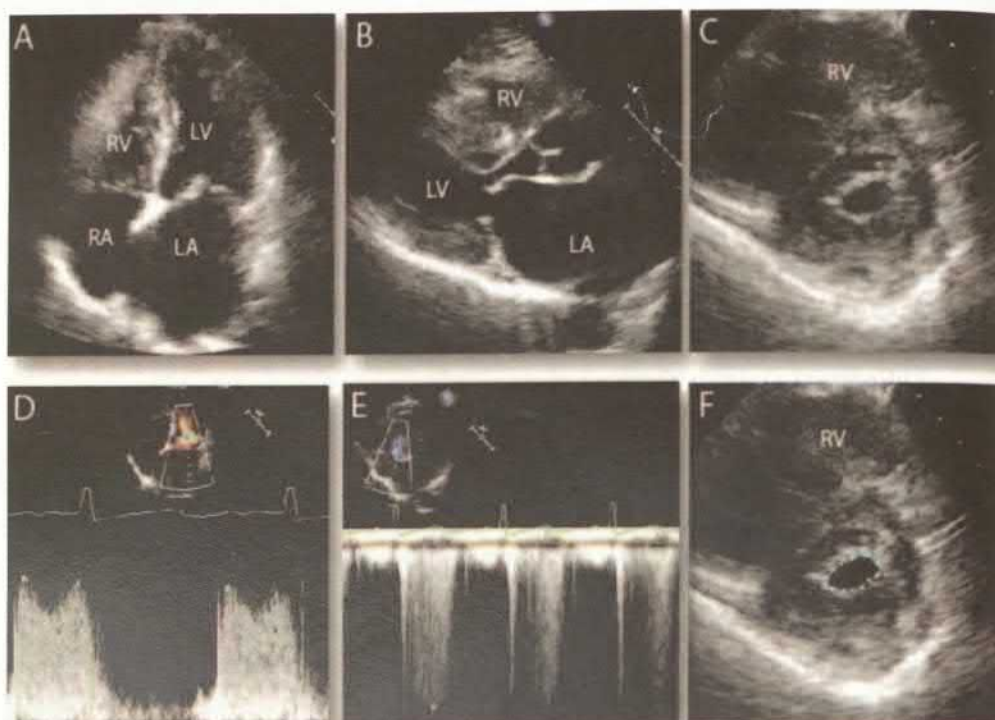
Ecocardiografie bidimensională și Doppler în stenoza mitrală.
